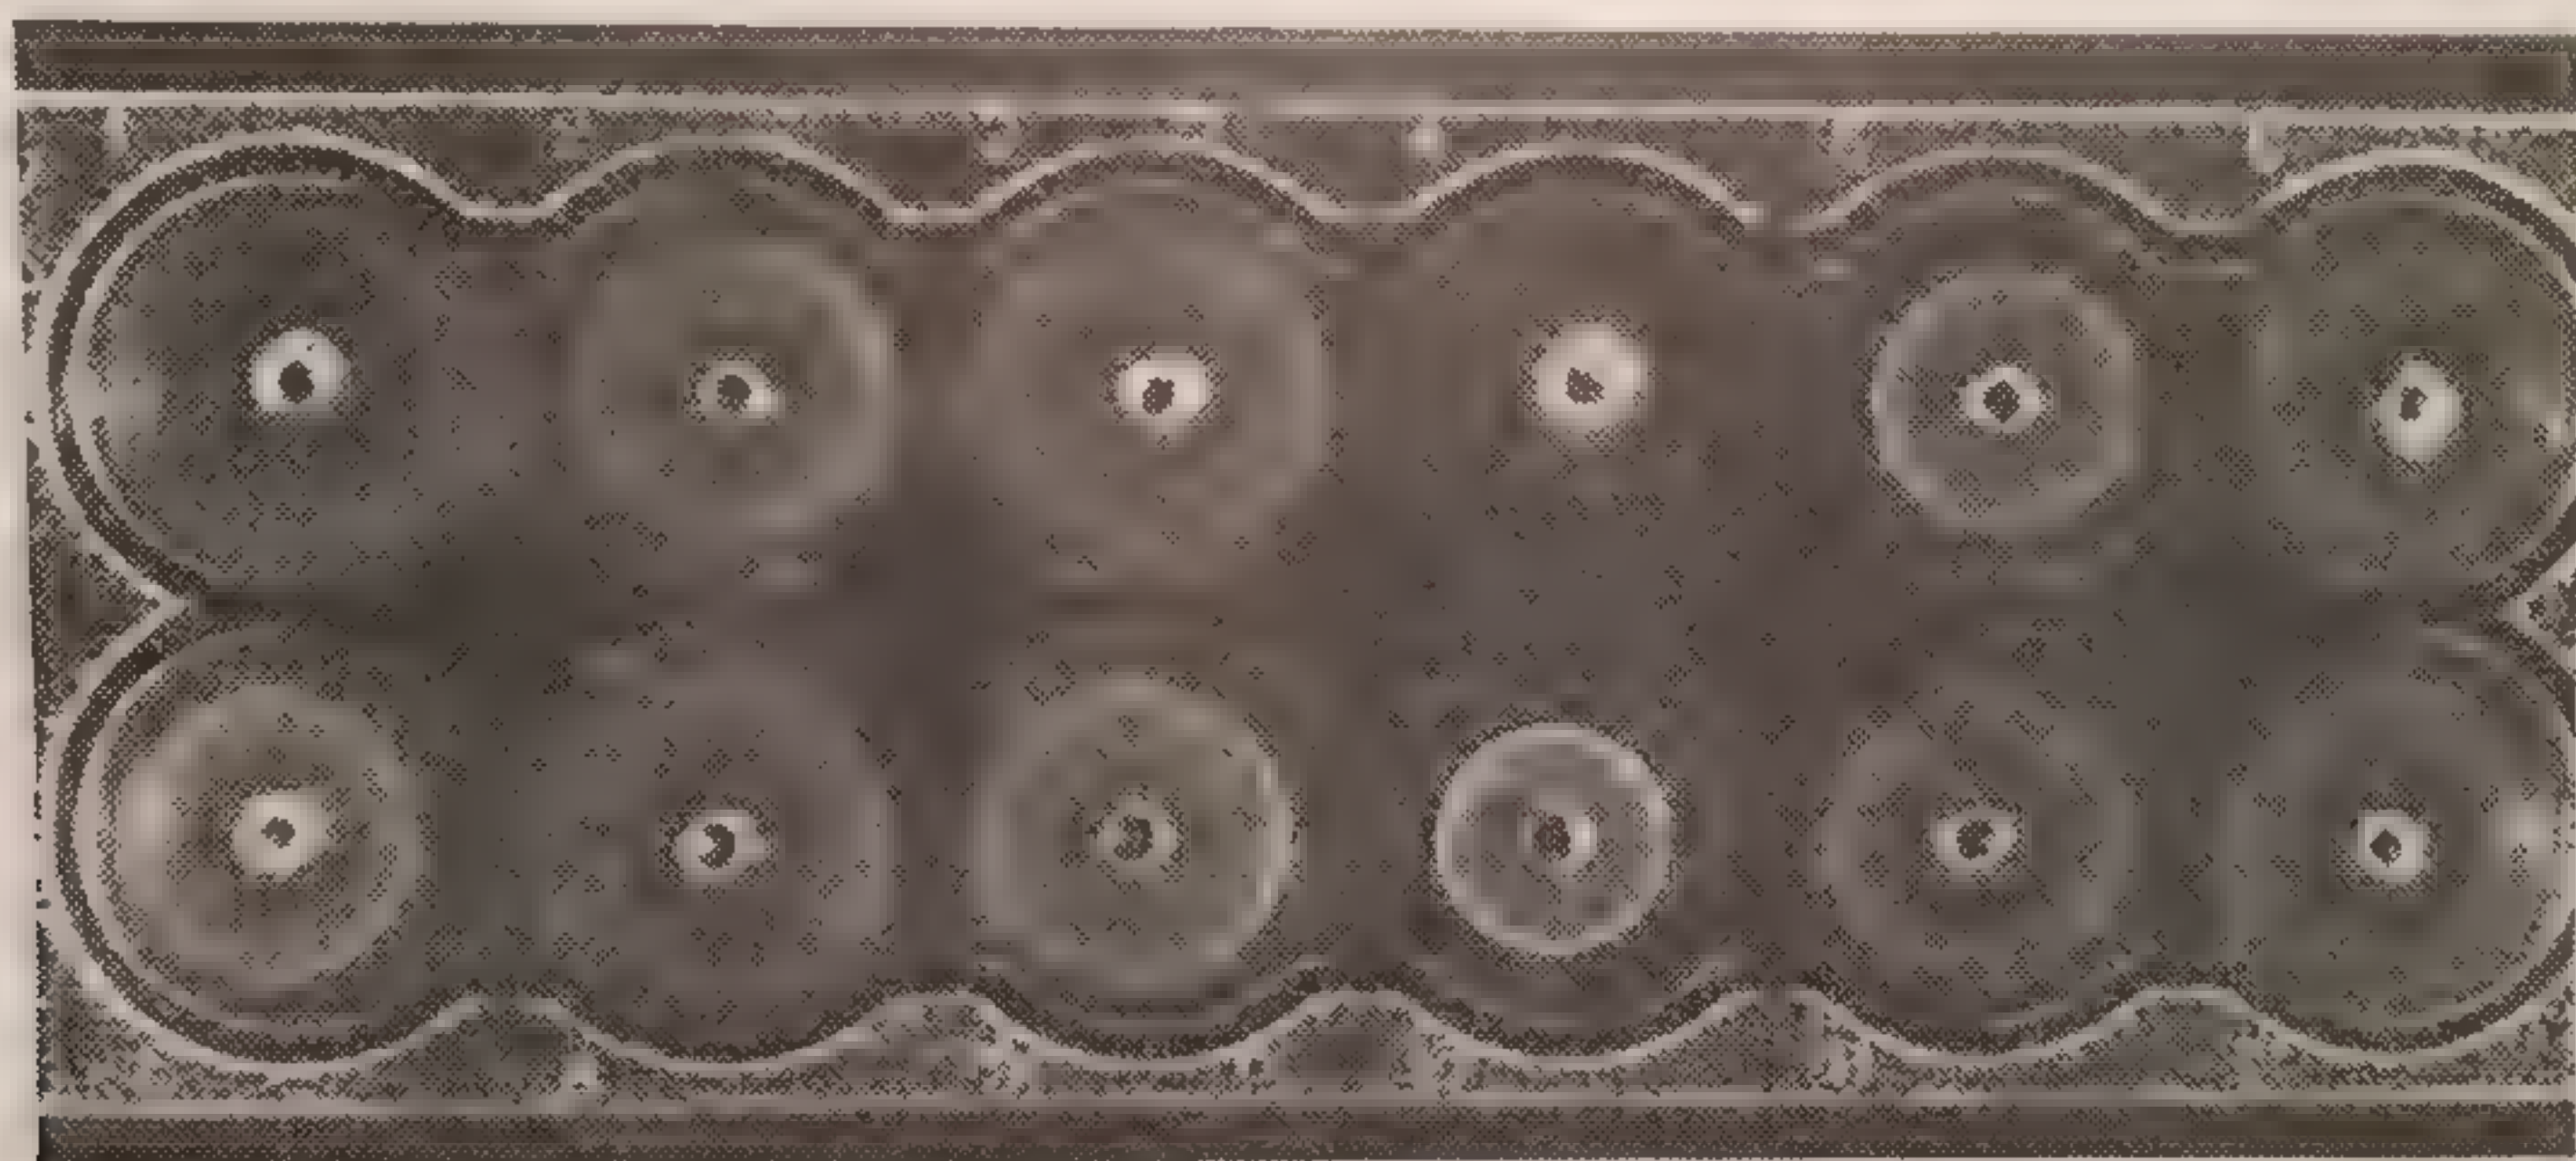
Дефицит IgG (лунка № 4) в сыворотке больного хроническим энтеритом. Метод радиальной иммунодиффузии Манчини.
